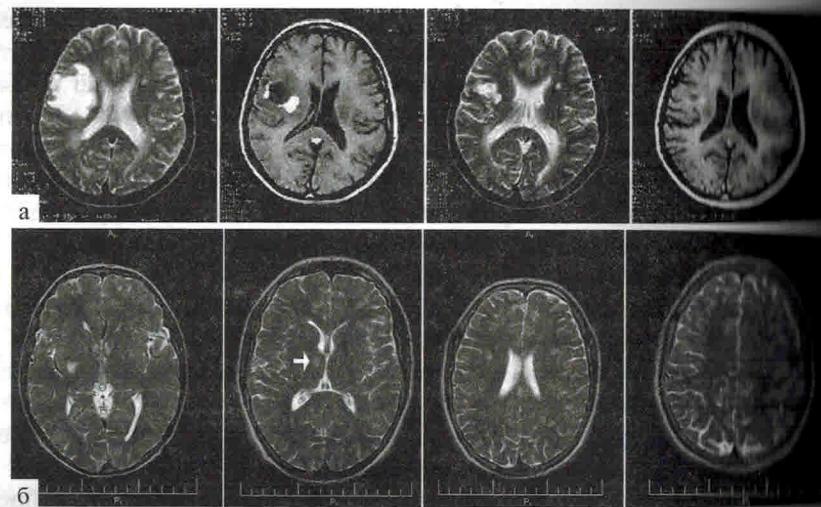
Склеротические бляшки (МРТ головного мозга): а – изменения МРТ на фоне гормональной терапии; б – последовательность
